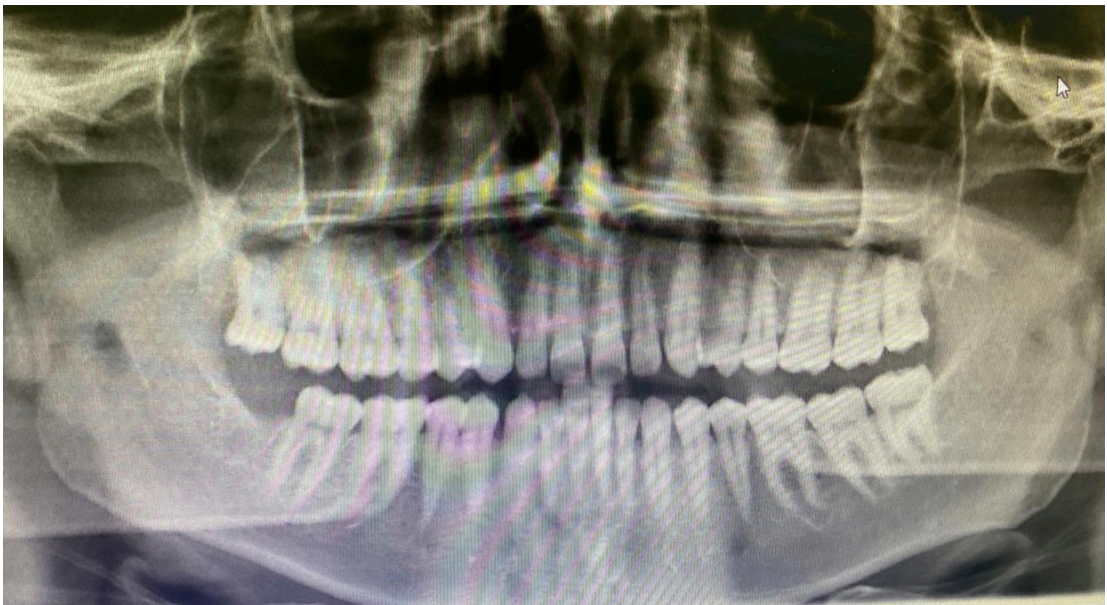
Ортопантомография пациента П. во время приема
